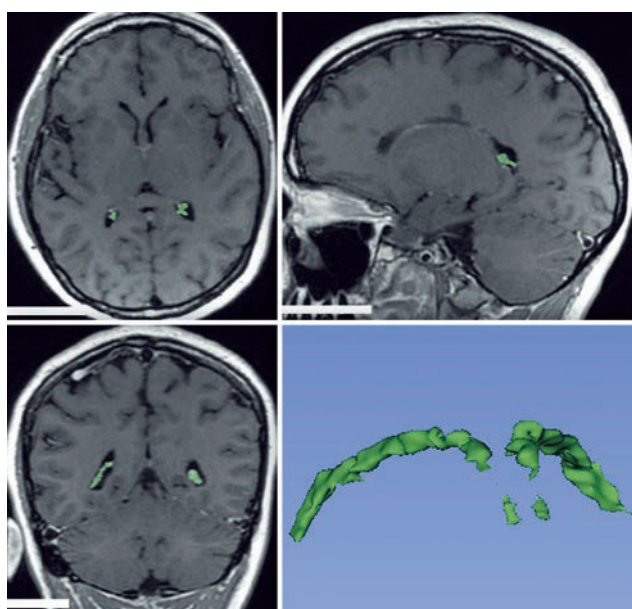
МРТ-морфометрия ХС, локализованных в боковых желудочках головного мозга от 2022 г.
